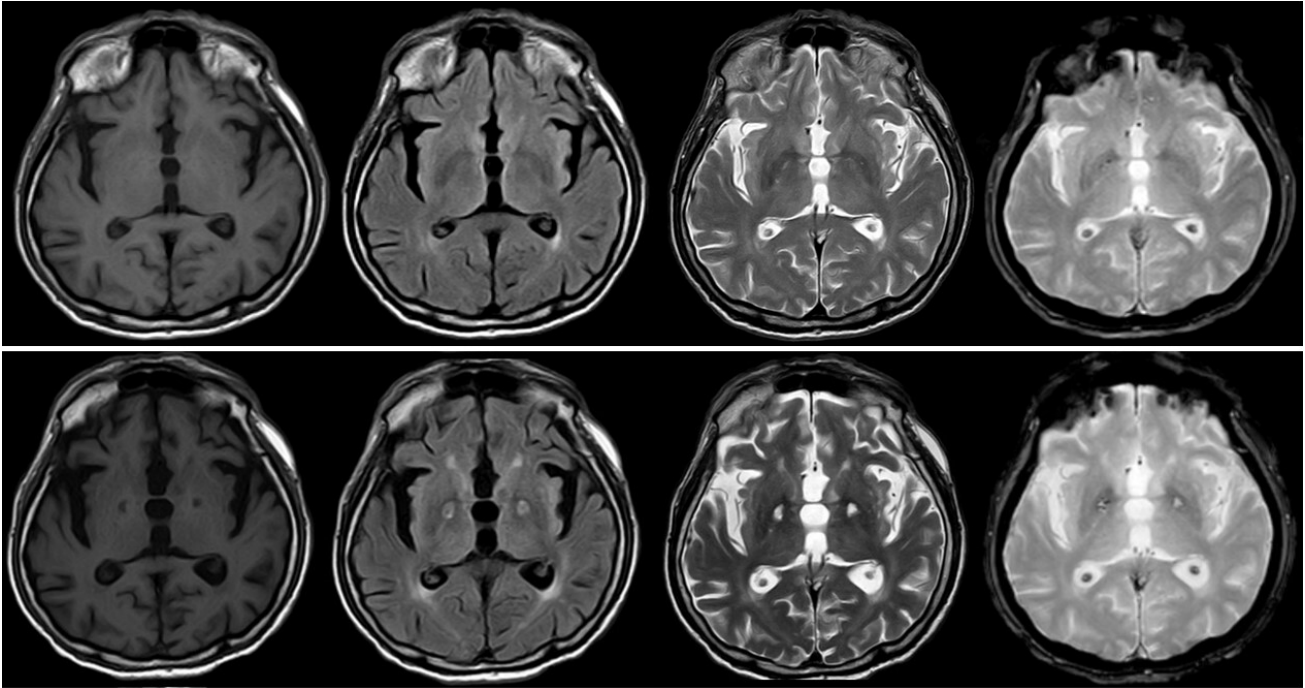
MRI of the patient before the event disclosing no major abnormalities (upper row). Six months after the event (lower row), there is evidence of bilateral and symmetrical necrosis of the globus pallidus, which is noticed in all MRI sequences in the axial plane, including from left to right: T1-weighted, FLAIR, T2-weighted, and Gradient-echo.
